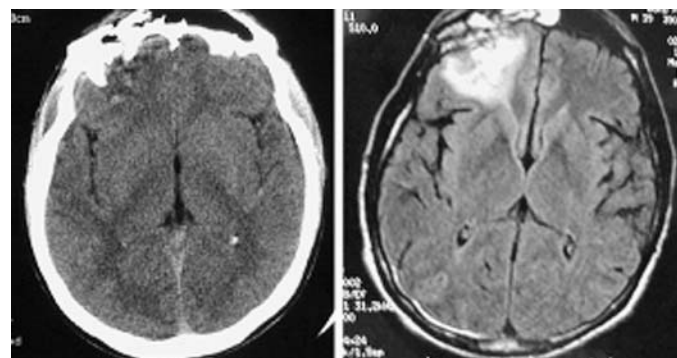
Scanner cérébral sans injection (gauche) comparé à la séquence *fluid attenuated inversion recovery* (FLAIR) en imagerie par résonance magnétique (IRM) chez un patient traumatisé crânien présentant une contusion frontale droite.
